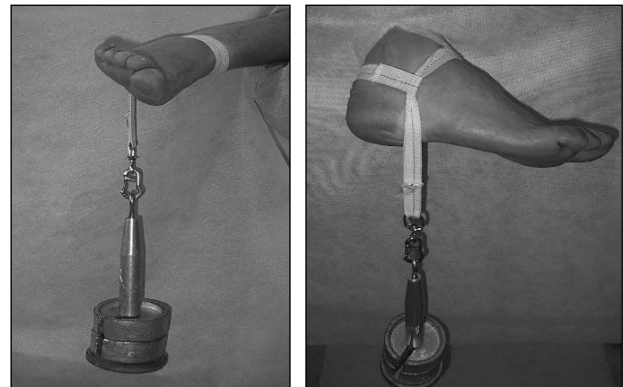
Dispositivo para realizar radiografías con estrés y para probar la fuerza isotónica.
